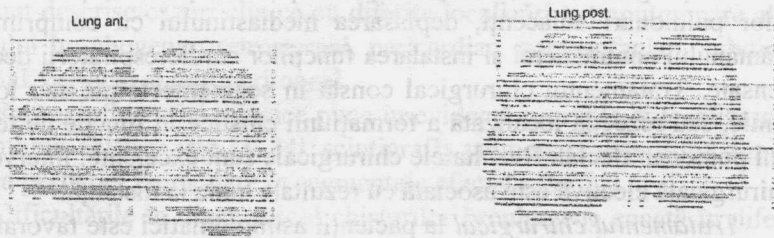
Pacienta D., scintigrafie pulmonară (explicație în text).
